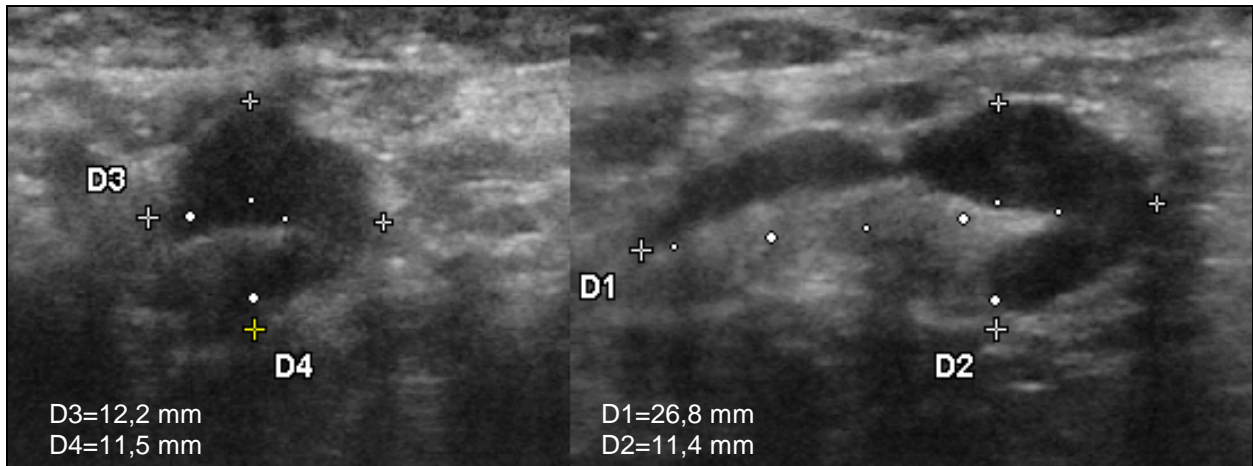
Sonographische Aufnahme eines reaktiv vergrößerten axillären Lymphknotens bei chronisch ascendierender Mastopathie in 2 Ebenen: Größenzunahme, Strukturinhomogenitäten, teilweise aufgetriebene Rindenregion
